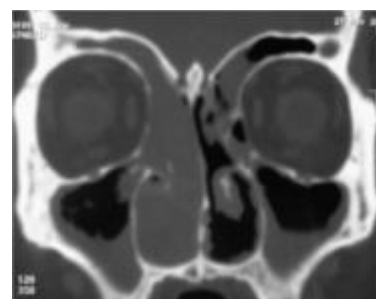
TDM en coupe coronale : Comblement naso-ethmoïdo-frontal droit.
